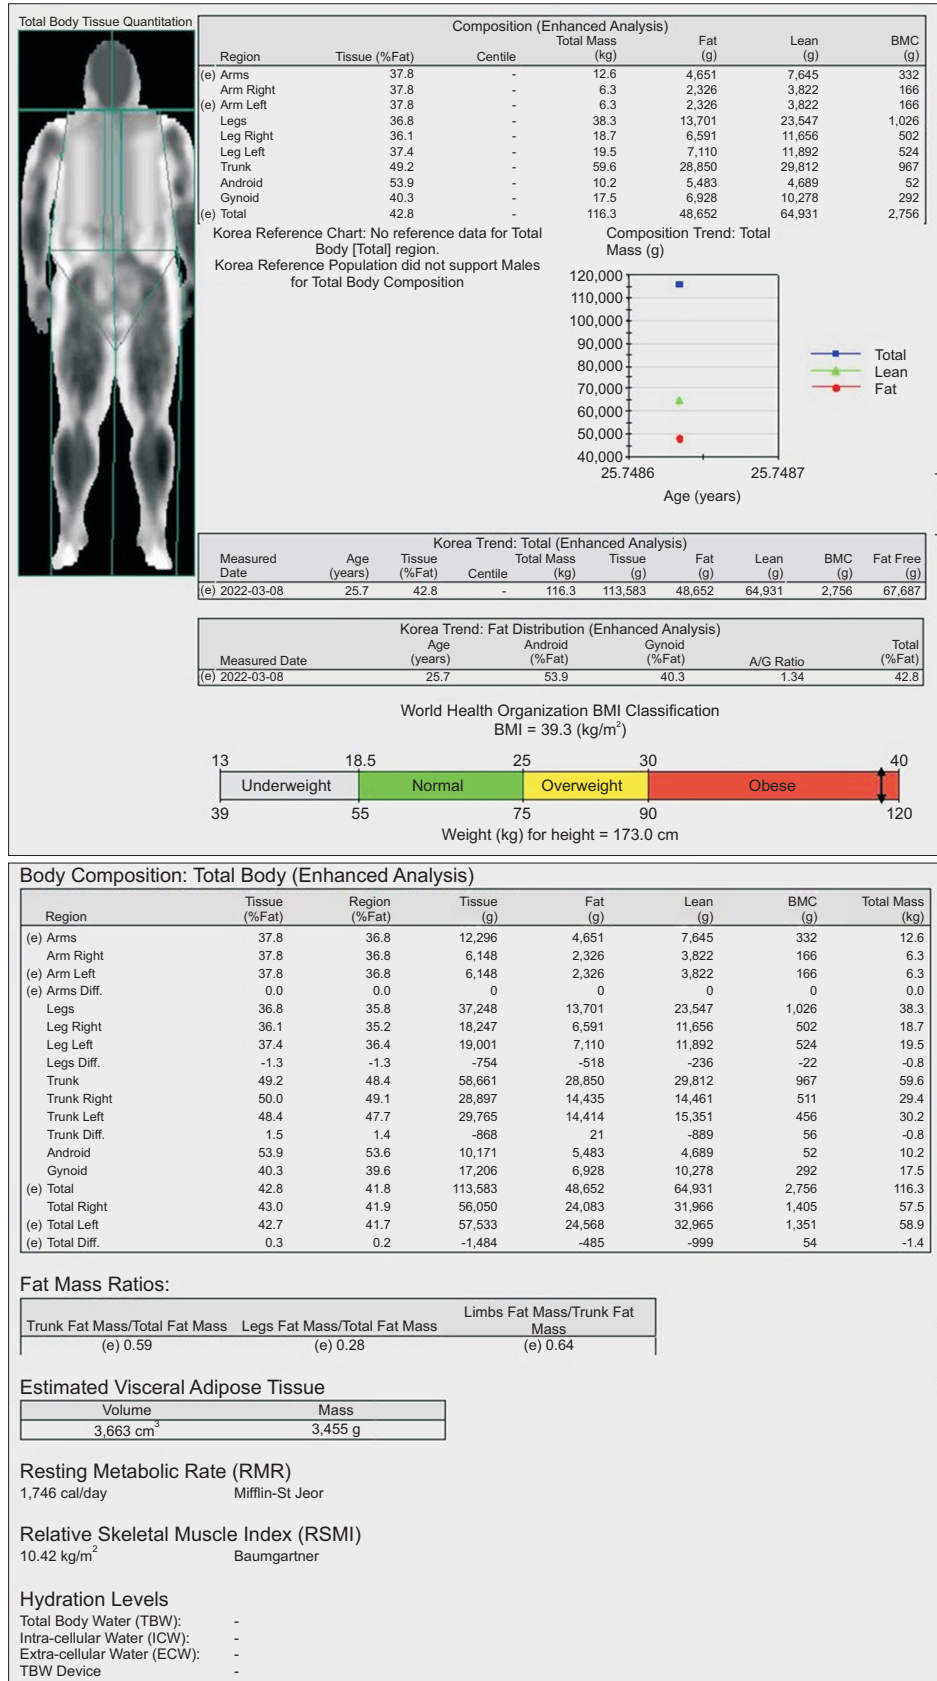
Body composition measured by dual energy x-ray absorptiometry at 1<sup>st</sup> week.
